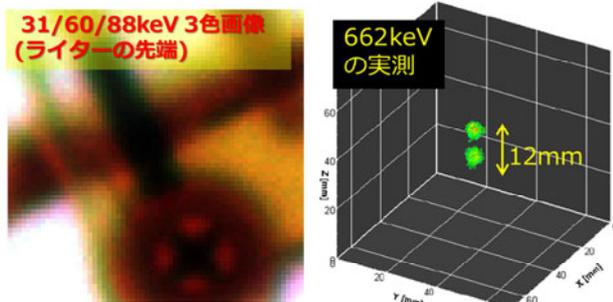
(左) 高精細シンチレータで撮影した3色 X線カラー画像 (右) コンプトンカメラによる 662keV ガンマ線 3D 画像
